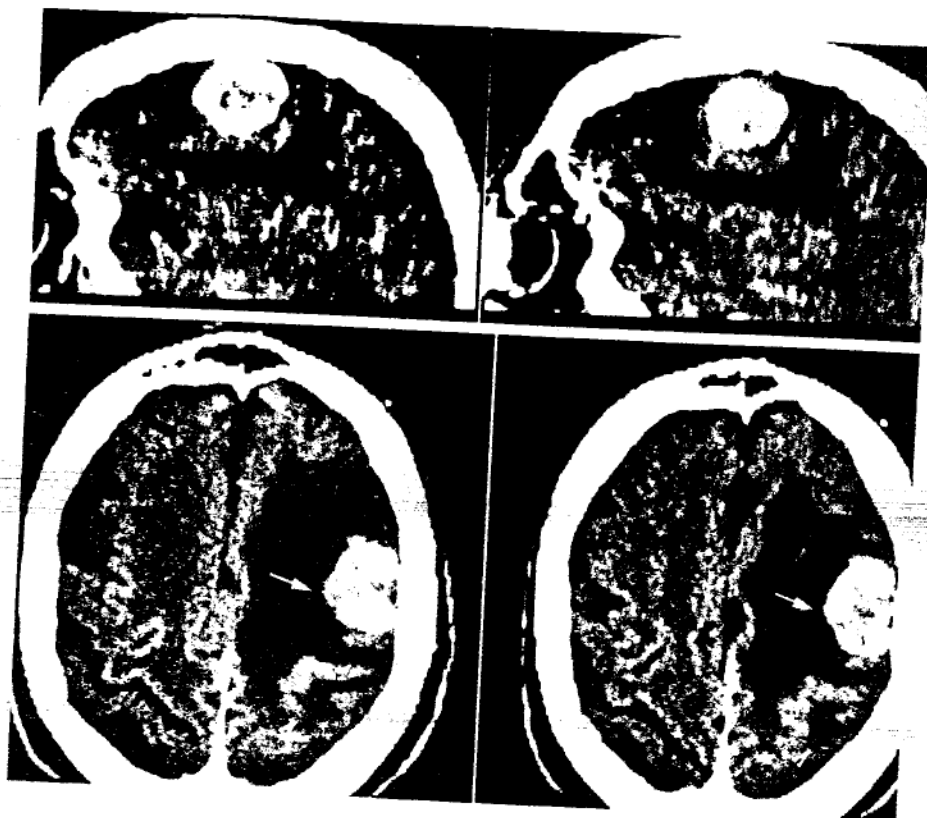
CT spiral postinjectare iv de PCI în evaluarea preoperatorie a unei metastaze unice cerebrale, reconstrucții multiplanare în plan axial și sagital: nodul iodofil net delimitat, discret heterogen localizat frontal postero-superior stg. cu important edem peritumoral la nivelul substanței albe adiacente.
